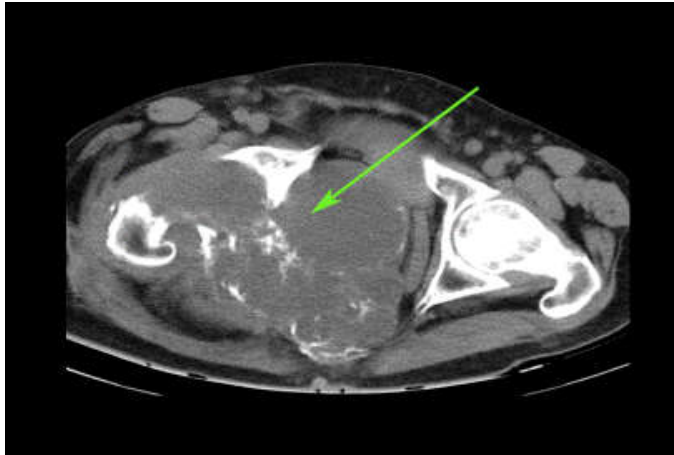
Tomografía axial computarizada (TAC). Obsérvese imagen tumoral mixta en hemipelvis derecha que invade y desplaza los órganos de la cavidad.
